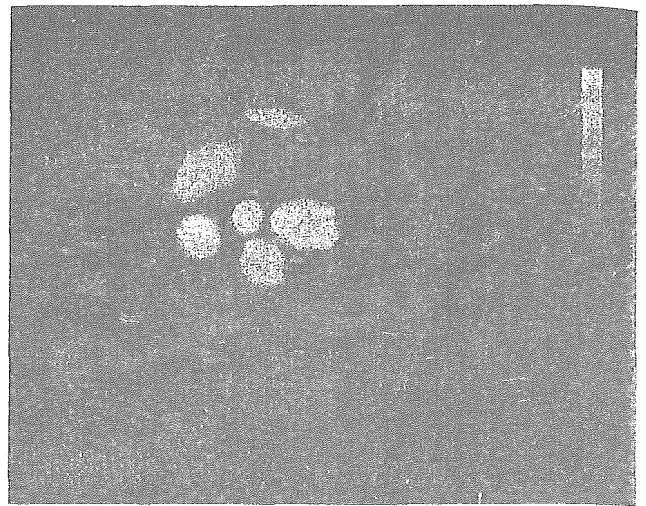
Image of brain phantom acquired using MRI.
